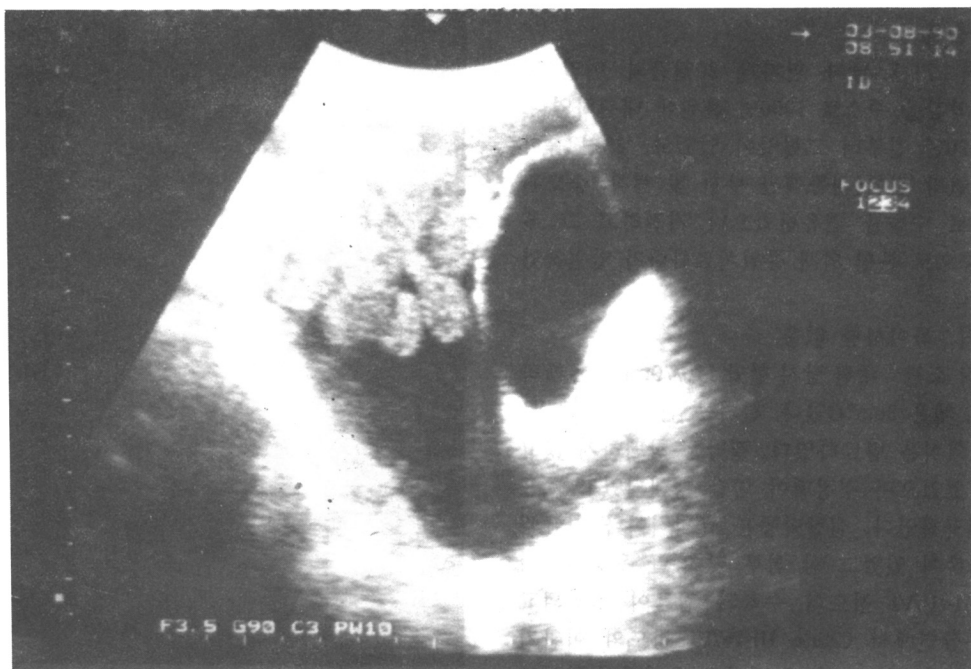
Pelvic ultrasonogram shows abnormal hemorrhagic fluid and floating bowel loops.
